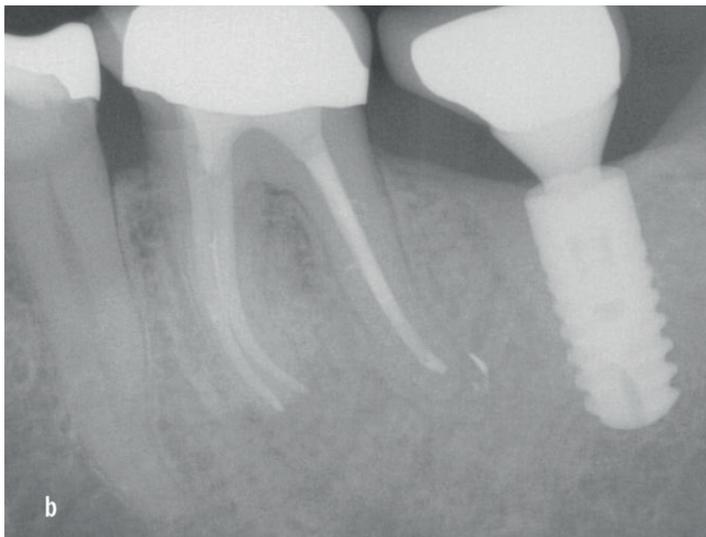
Fall 2: b) postoperatives Röntgenbild nach 2 Jahren
